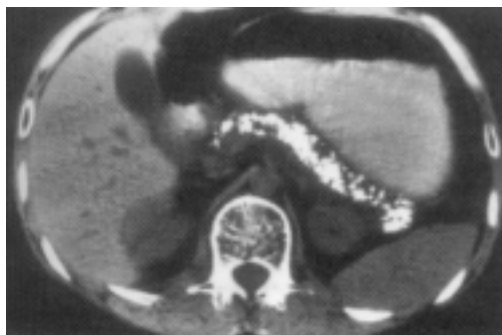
Компьютерная томограмма. Хронический кальцифицирующий панкреатит.
